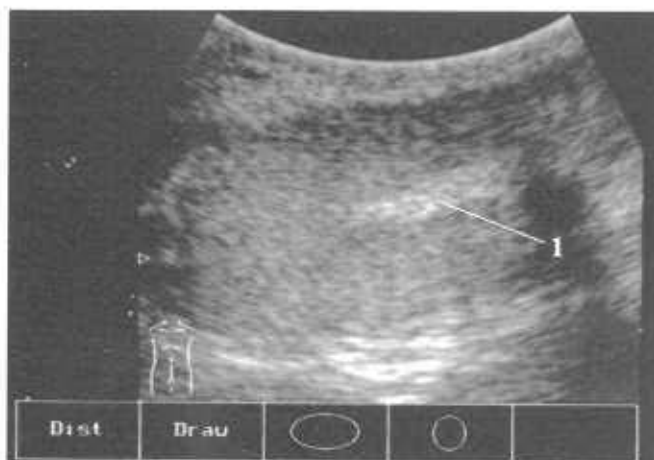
УЗ-томограмма яичка в продольной плоскости. 1 — средостение яичка.
